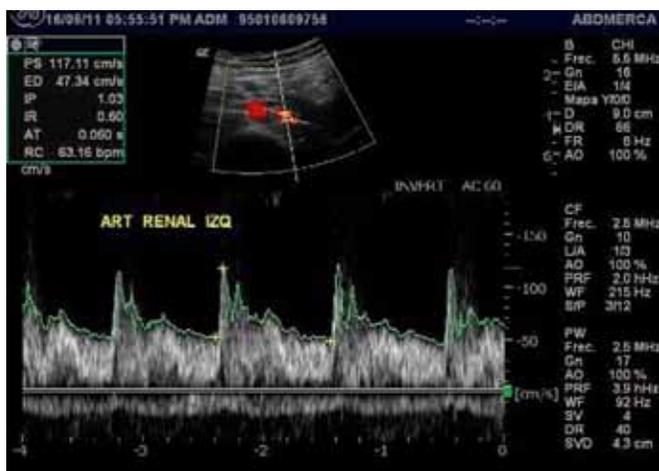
Ecografía Doppler de la arteria renal izquierda, 15 días después del reparo endovascular de coartación aórtica con implante de prótesis vascular que demuestra recuperación de la morfología de la onda habitual de la arteria renal izquierda
